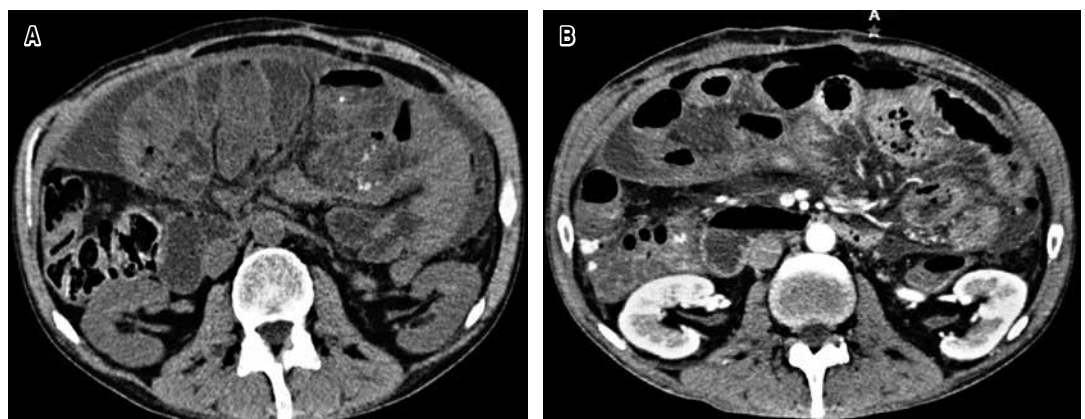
Fotos de tomografía computarizada. A) Tomografía simple que informa ascitis en compartimentos y líquido libre interasa. B) Tomografía con contraste intravenoso que evidencia sobredistensión de asas de intestino delgado, contenido predominantemente líquido y alcanzando máxima dilatación hacia íleon terminal, donde se observa engrosamiento de pared y estriaciones concéntricas.
